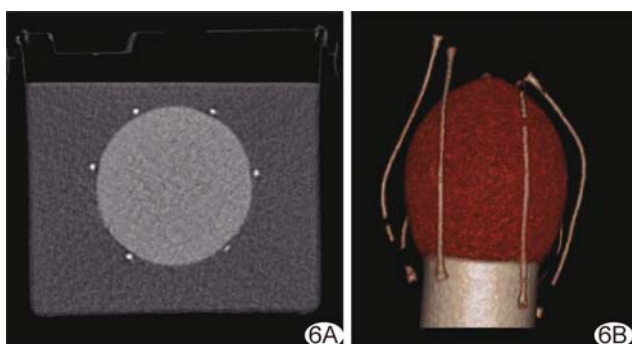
动态体模模拟心率 85 次/分下 30% 期相平扫 (A) 及容积重建 CT 图 (B)
